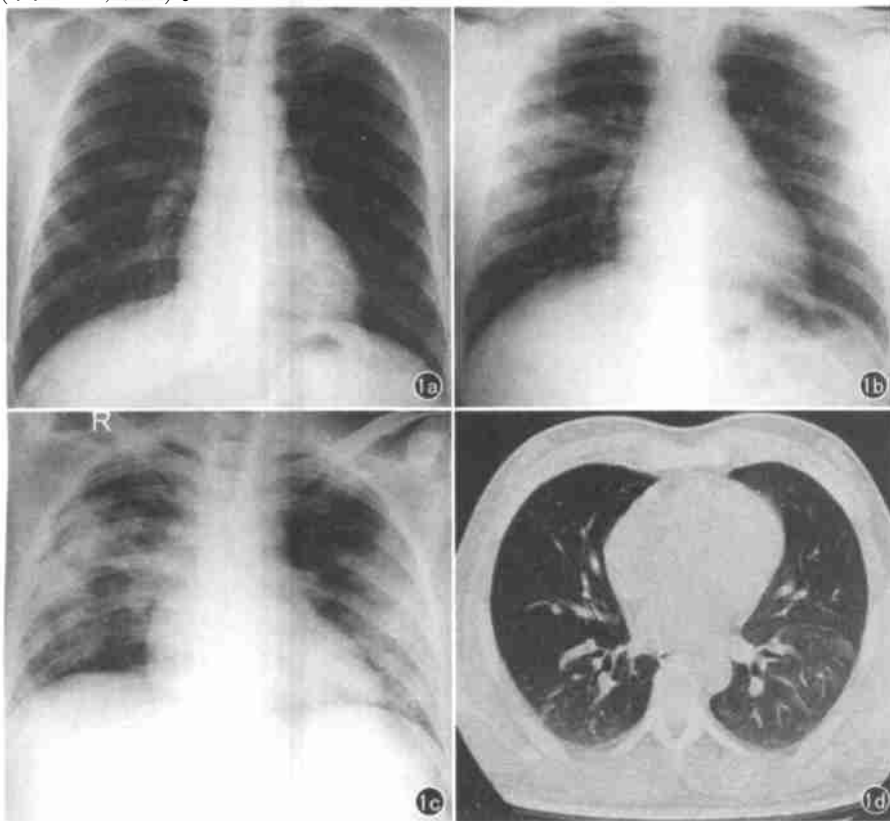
病例 1。a) 病程第 2 天, X 线片示右肺中野小片状阴影, 边界不清, 密度较淡; b) 病程第 4 天, X 线片示双肺中野外带片状高密度阴影, 边界不清; c) 病程第 10 天, X 线片示两肺大片不规则高密度影, 边界不清, 密度不均, 病变累及面积超过 60%; d) 病程第 25 天, CT 示两肺散在淡片状阴影, 呈磨玻璃样改变。
